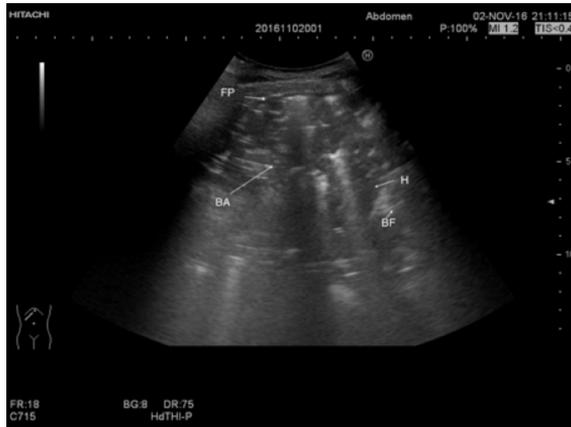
Ecografía en modo B de consolidación pulmonar en la que se pueden observar: (BA) Broncograma aéreo, (BF) Broncograma fluido, (H) Hepaticización, (FP) Fragmentación pleural.
